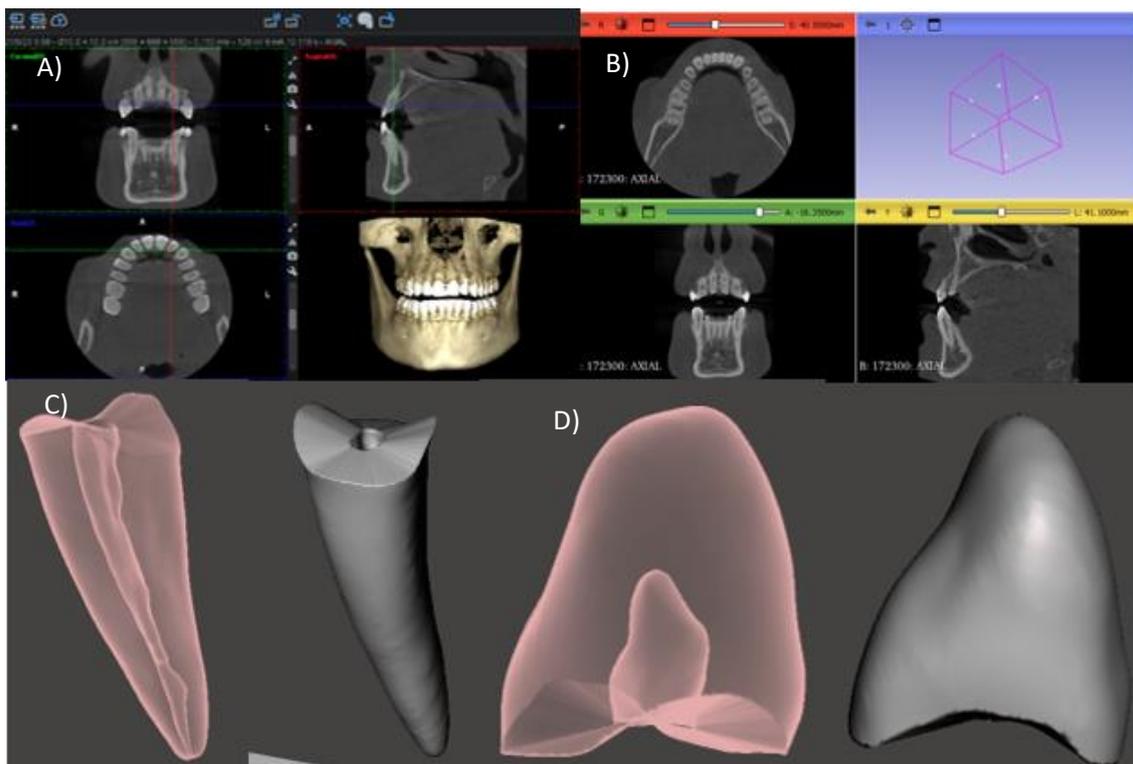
A) archivo CBCT paciente seleccionado, B) exportación DICOM en software 3dslicer, C) modelado raíz y conducto pieza dental meshmixer, D) modelado coronal pieza dental meshmixer
